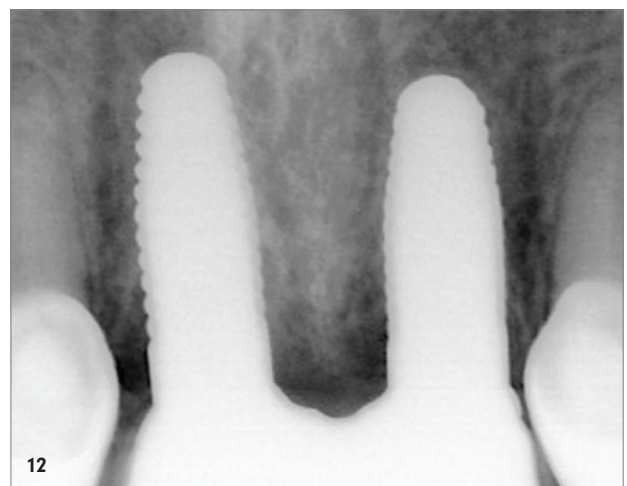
Röntgenbild vier Monate nach dem Eingriff. – Abb. 9: Digitales Scannen für die Herstellung der Kronen. – Abb. 10: Zirkonoxidkronen (11, 21) in Seitenansicht. – Abb. 11: Zirkonoxidkronen (11, 21) in Frontalansicht. – Abb. 12: Röntgenbild mit Implantaten und endgültigen Kronen.
